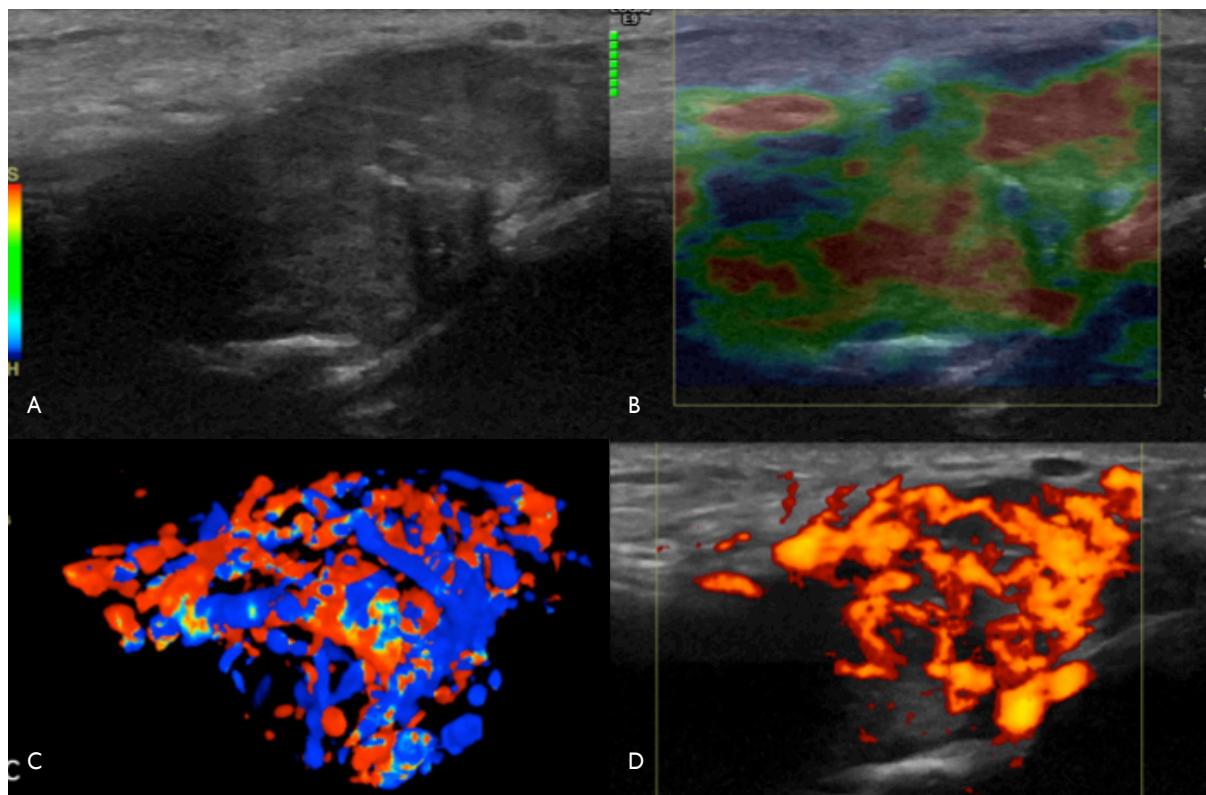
Varón de 35 años con nódulo parotídeo. A) Nódulo parotídeo heterogéneo de contornos mal definidos. B) Elastografía: nódulo parotídeo heterogéneo, con zonas induradas (azules) y blandas (rojas). C) Doppler color modo angio-3D: representación vascular profusa. D) Doppler poder: representación vascular profusa. El resultado anatomopatológico confirmó que se trataba de un oncocitoma.
